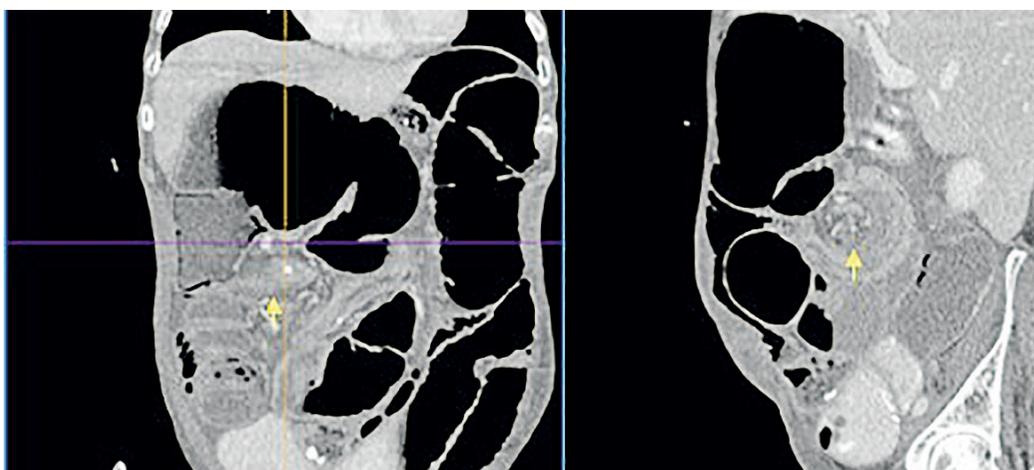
Tomografía de abdomen contrastada, izquierda corte coronal, derecha corte sagital, las flechas indican la zona de arremolinamiento del mesocolon derecho. Fuente: archivo de los autores.
